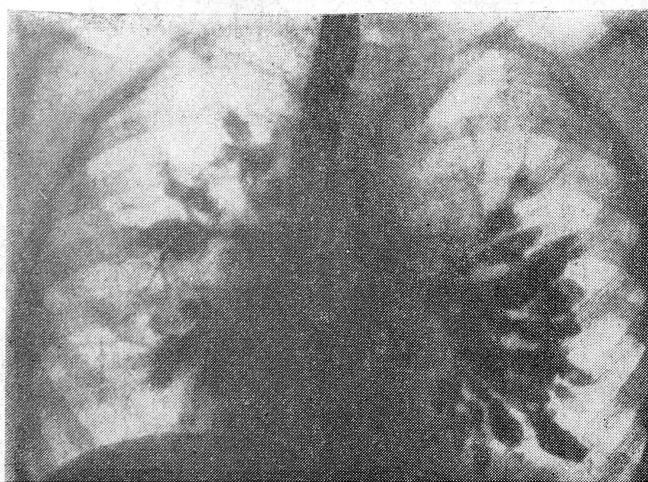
Двухсторонняя одномоментная бронхограмма больного Г., 8 лет. Тотальный поликистоз обоих легких. Обзорное рентгенологическое исследование характерных признаков поликистоза не выявило.
